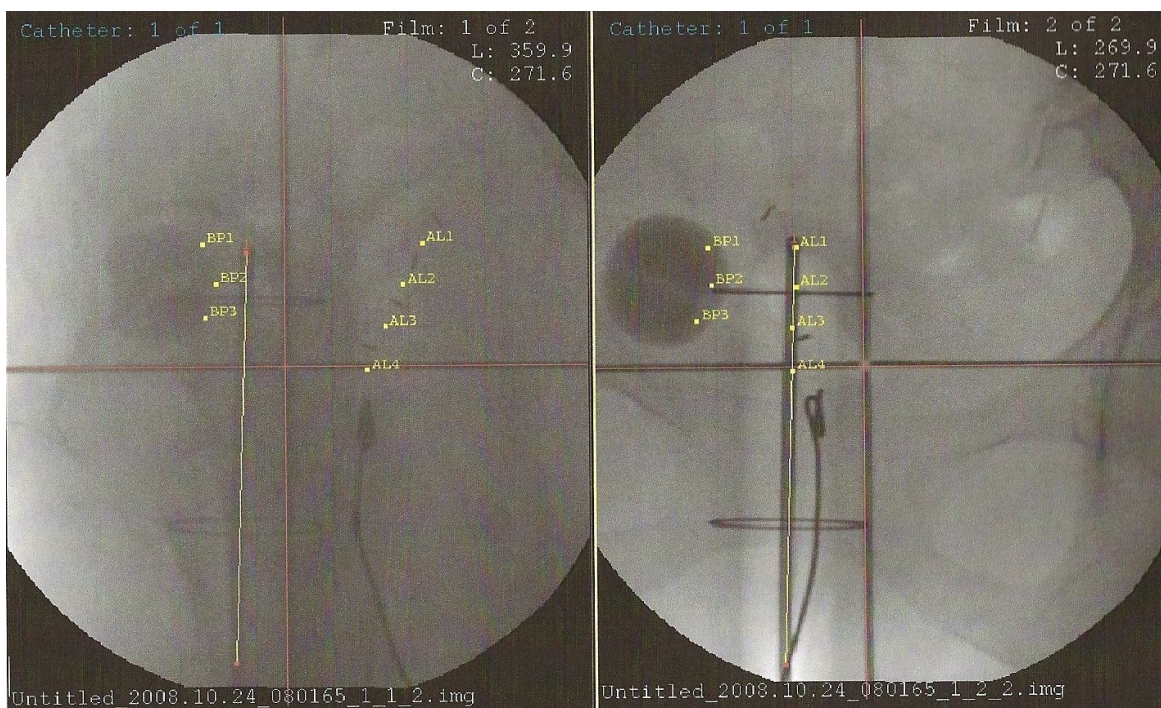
Visualização lateral (à esquerda) e de topo (à direita) da zona pélvica da paciente 3, com a bexiga com localização anormal, em radiografia, com as respectivas marcações.
